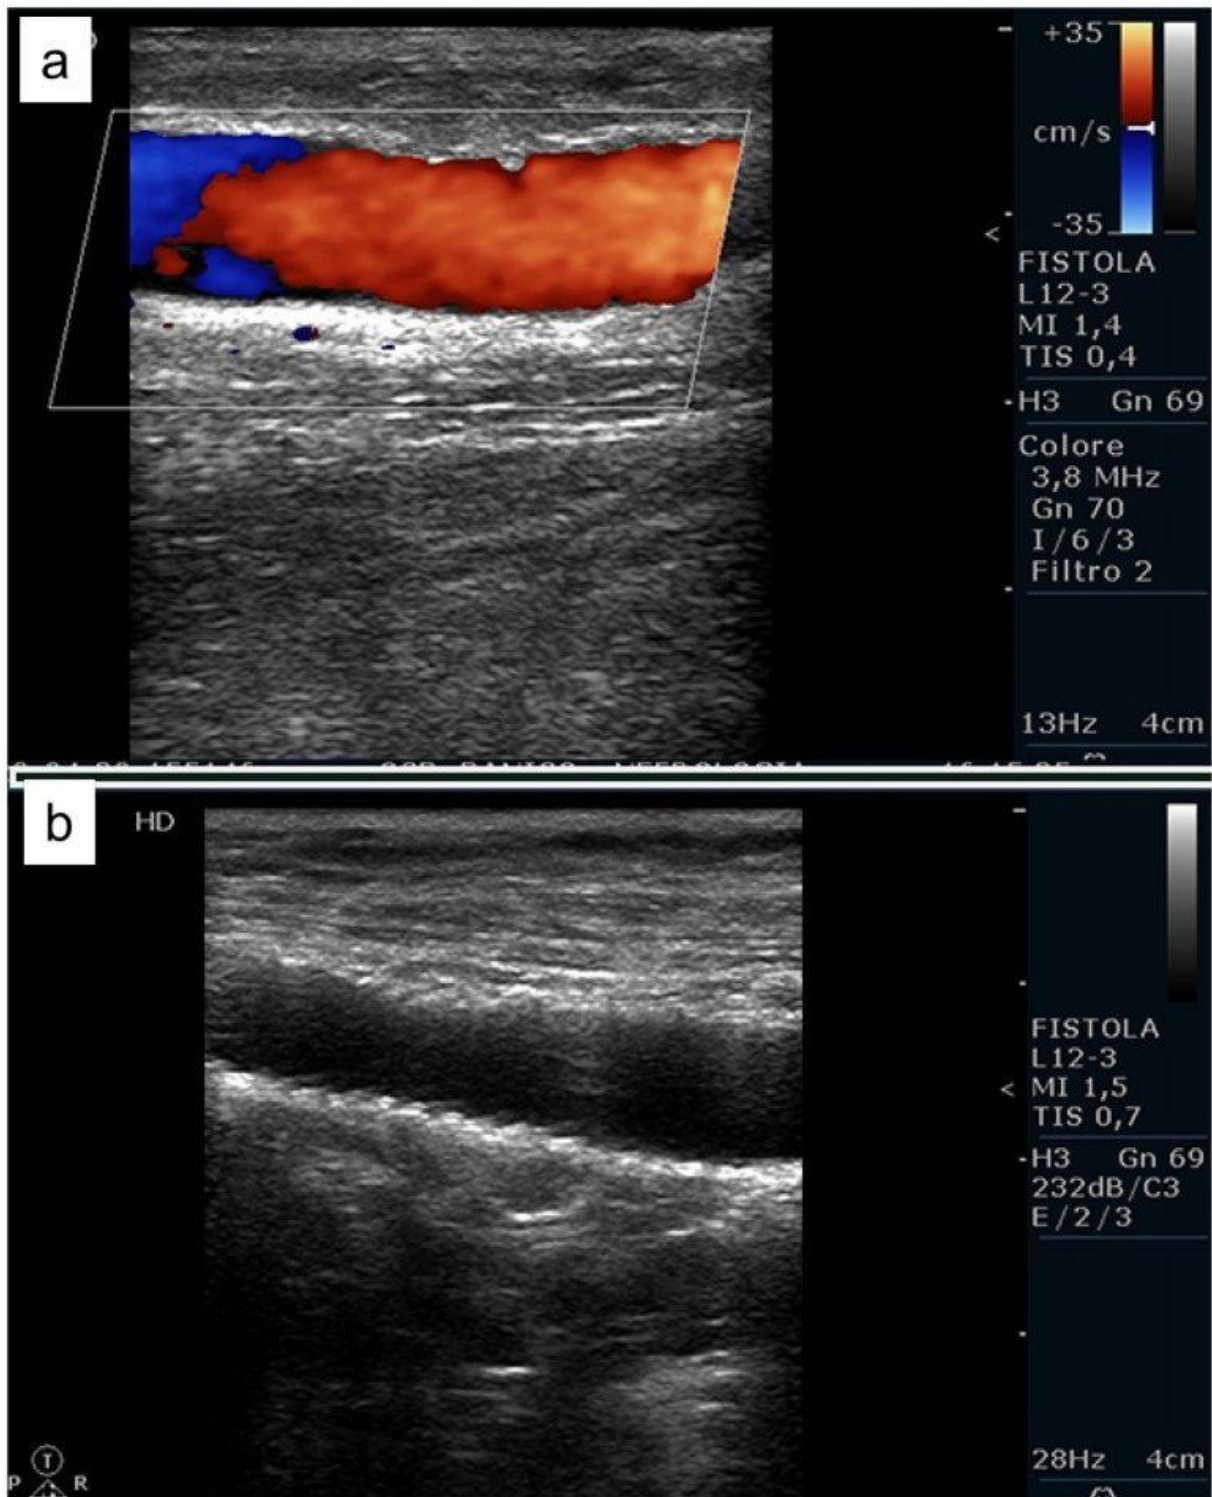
a) All'ecocolordoppler la vena cefalica appare di buon calibro, in assenza di formazioni trombotiche; b) All'immagine B-mode lo stent appare pervio. Si apprezzano ben evidenti le maglie dello stent
